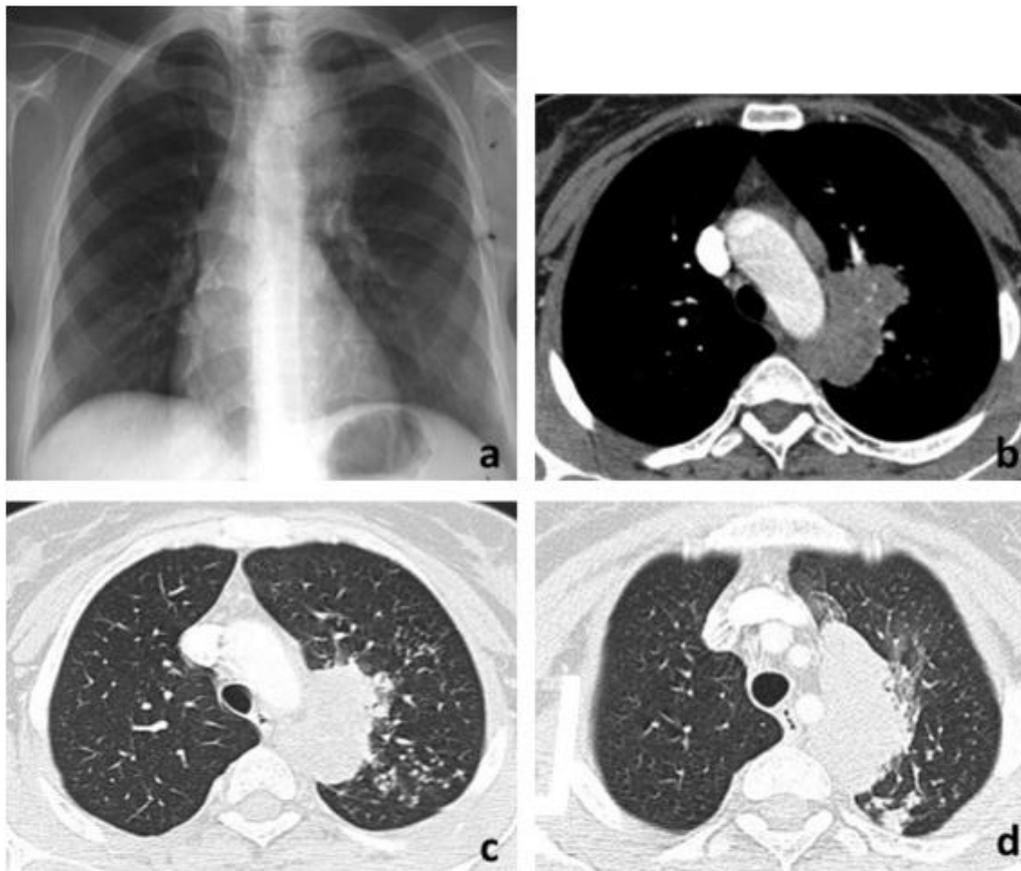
a : radiographie du thorax de face : opacité culminale; b.d. : coupes TDM en fenêtrage médiastinale et parenchymateuse : condensation des segments apical et dorsal du culmen: tuberculose pseudotumorale [56].
